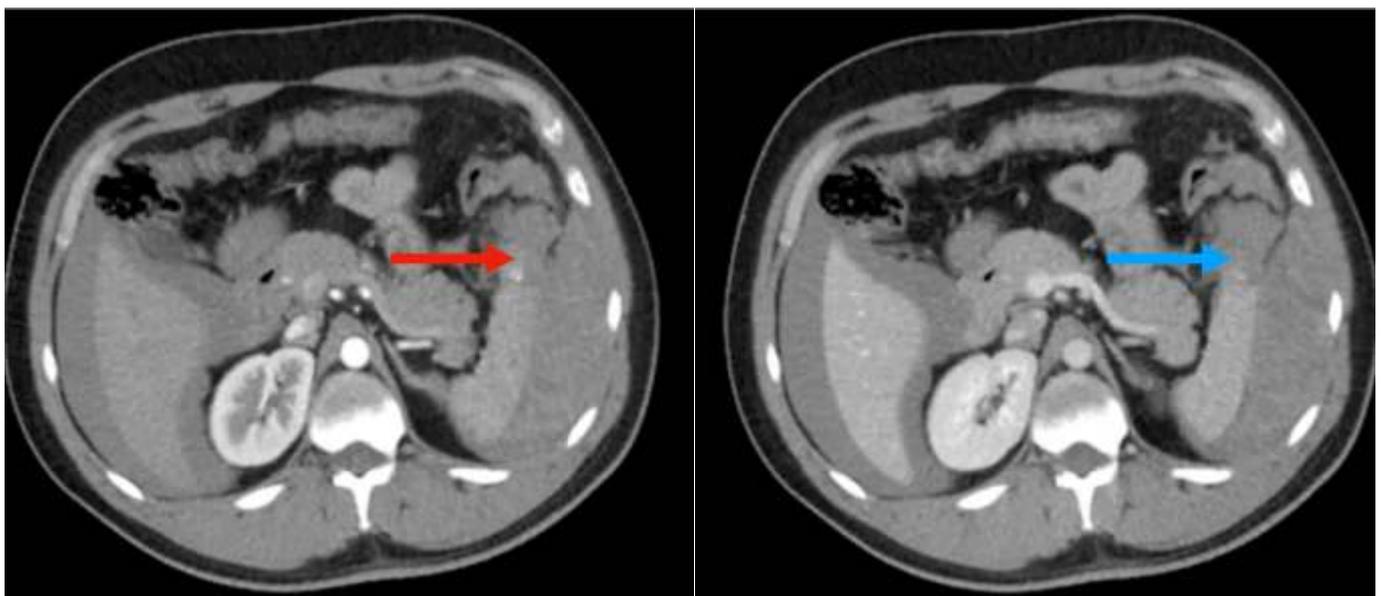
TC con contraste se evidencia hemoperitoneo periesplénico, perihepático. A la izquierda (Flecha roja) en fase arterial se evidencia extravasación de contraste EV. A la derecha (flecha azul) en fase venosa se evidencia lesión parenquimatosa en polo inferior esplénico.
